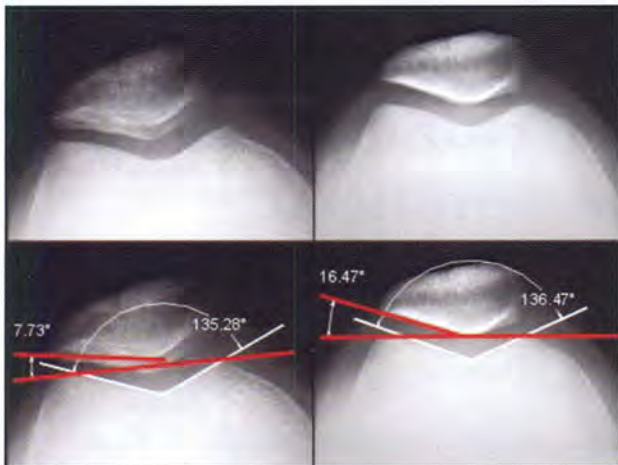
Fotos digitales de las radiografías pre y postoperatorias
